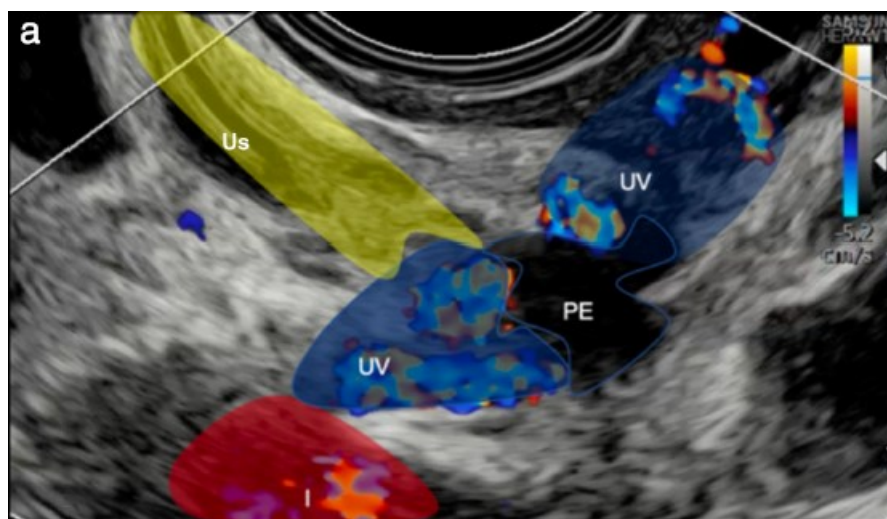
Si può vedere la presenza di un nodulo di endometriosi ipoecogeno (PE) all'interno del parametrio laterale, visualizzato in ecografia transvaginale in orientamento longitudinale della sonda. L'area in giallo corrisponde all'uretere, l'area in blu ai vasi uterini e l'area in rosso ai vasi iliaci interni. (22)
